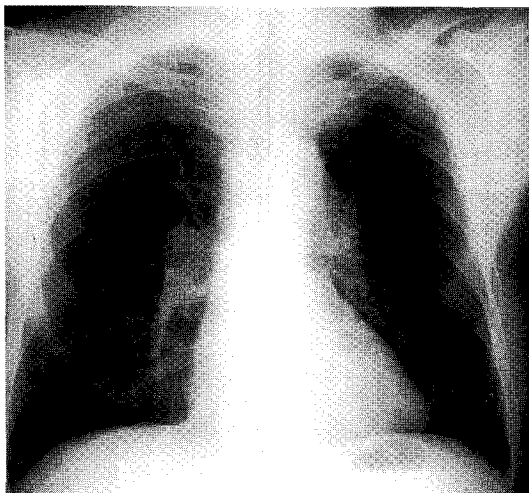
Chest X-ray shows 3×2cm sized ill defined mass like density on left hilar area.
